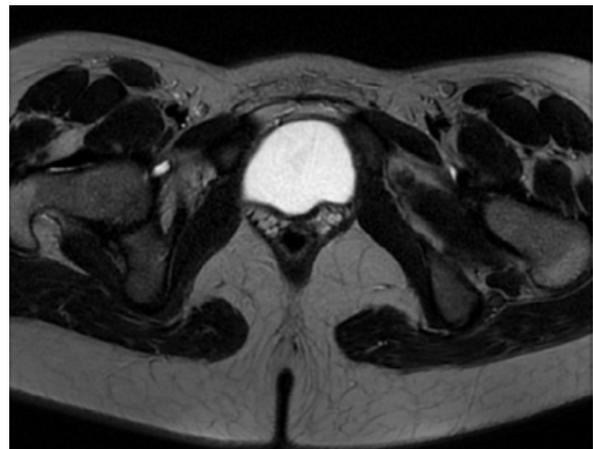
Corte axial RM pelvis.
